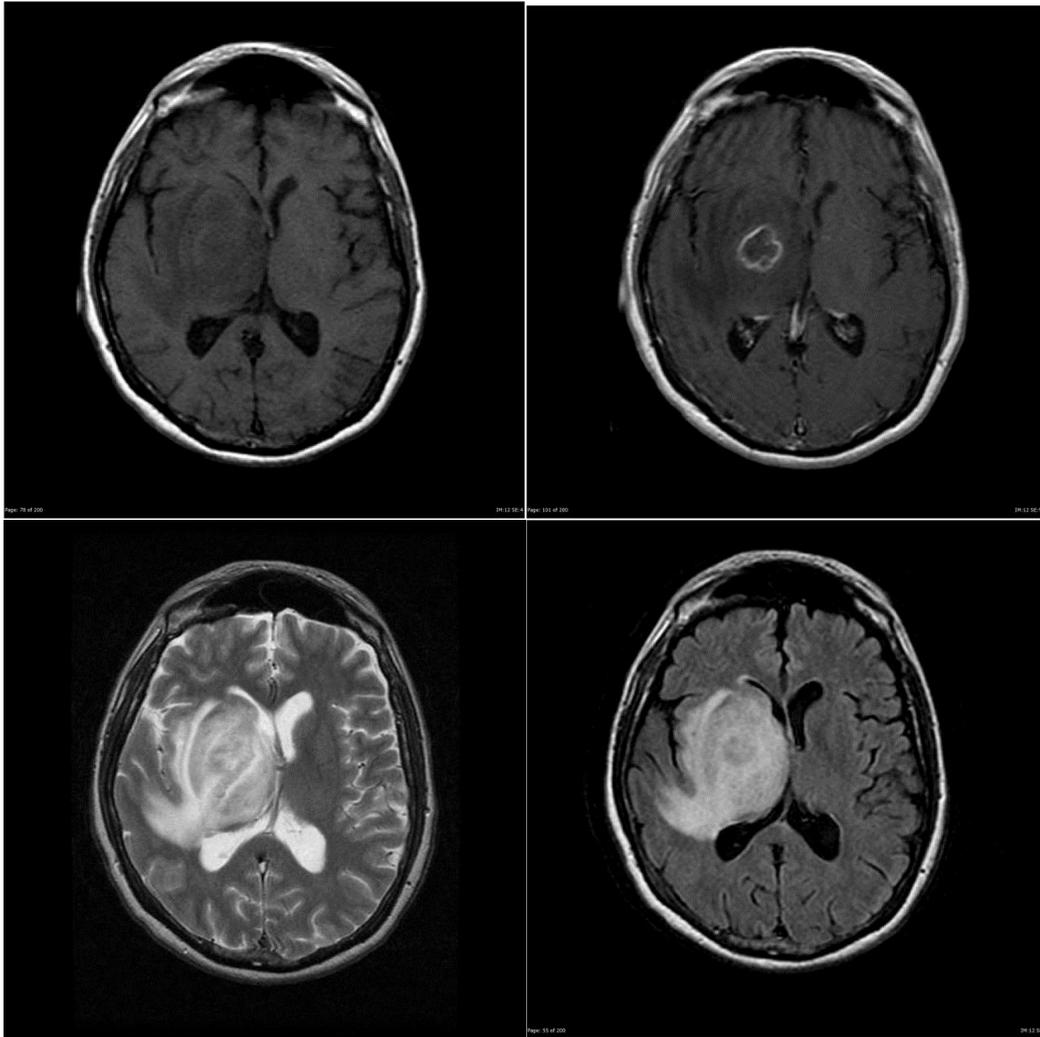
Secuencias T1 sin contraste (superior izquierda), T1 con contraste (superior derecha), T2 (inferior izquierda) y FLAIR (inferior derecha), donde se evidencia lesión consistente con toxoplasmosis cerebral. Autor: Radiopedia.org (62).
